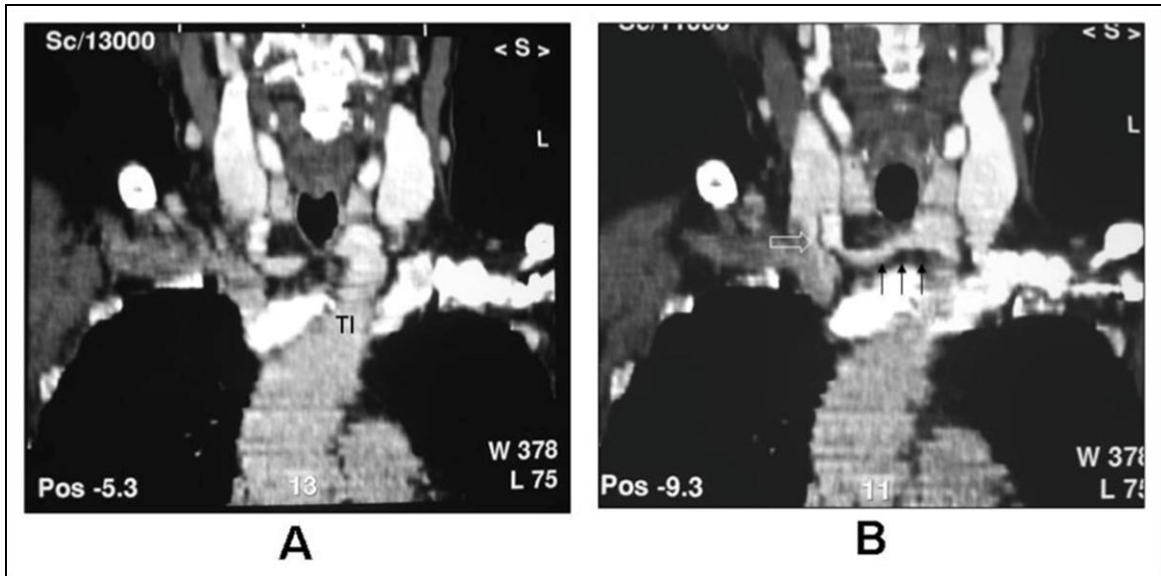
Tomografía computada de tórax. Reconstrucciones coronales que muestran el tronco innominado cruzando la línea media hacia la derecha (flechas negras) en situación anormalmente alta; se visualiza el origen de la arteria carótida común derecha (flecha blanca).
